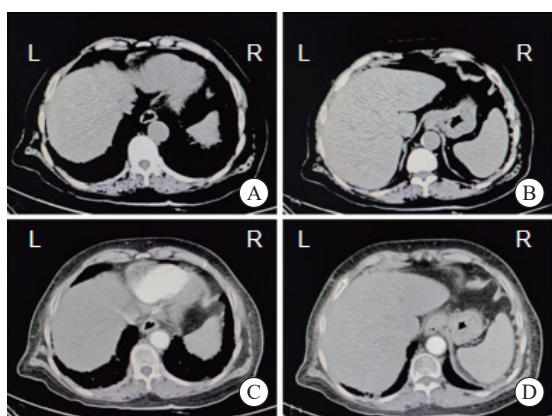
2025年2月26日患者胸腹盆CT平扫及增强扫描图像
